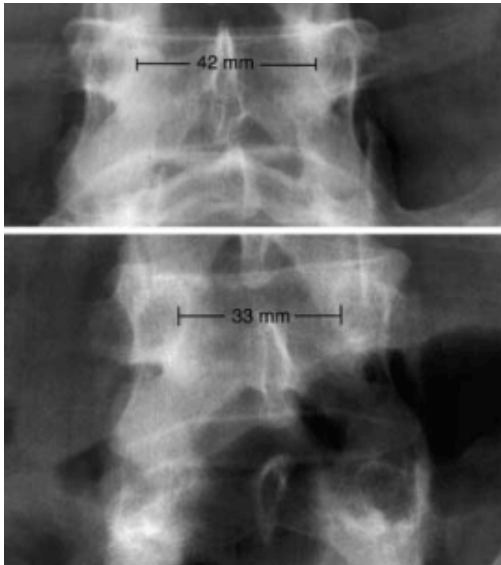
Рисунок В.9. – Измерение расстояния между ножками позвонка на уровне L₄ для диагностики дуральной эктазии рентгенологическим методом.
